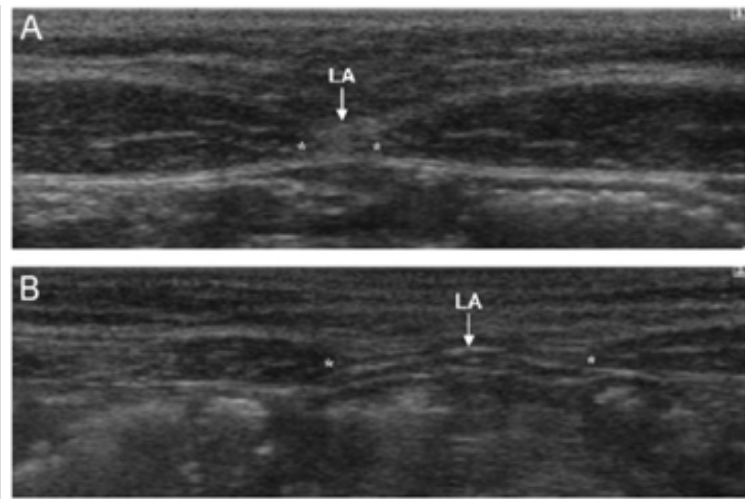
Mesure de l'IRD par échographie: les 3 sites recommandés
